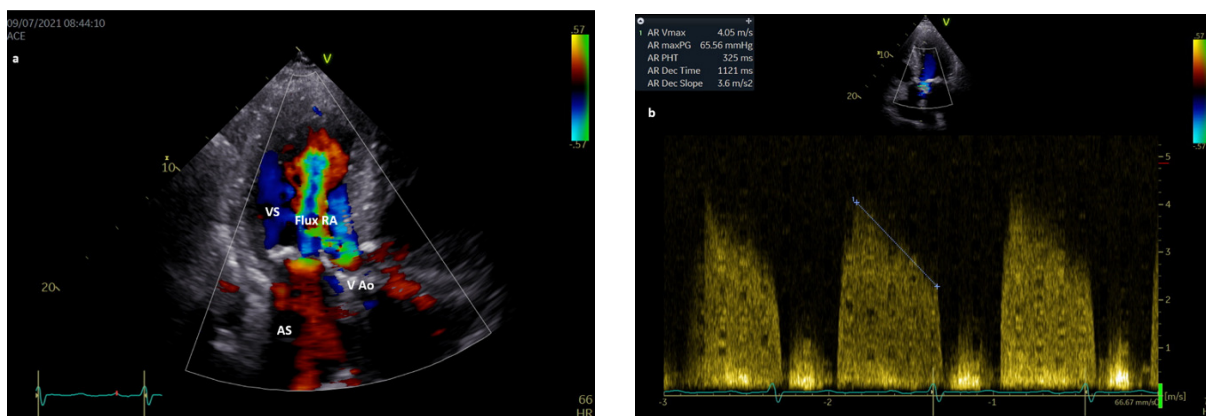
ETT la un pacient cu RA. a. incidența apical 3 camere cu suprapunerea Doppler-ului color la nivelul valvei aortice: se decelează un flux retrograd turbulent, mozaicat, din aortă în VS, cu extindere până la nivel medioventricular, corespunzător unei RA medii; b. incidența apical 5 camere cu suprapunerea Doppler-ului continuu la nivelul valvei aortice: se vizualizează anvelopa RA cu măsurarea unui PHT de 325ms, corespunzător unei RA medii. VS- ventricul stâng, AS- atriu stâng, VA- valva aortică, RA- regurgitare aortică
